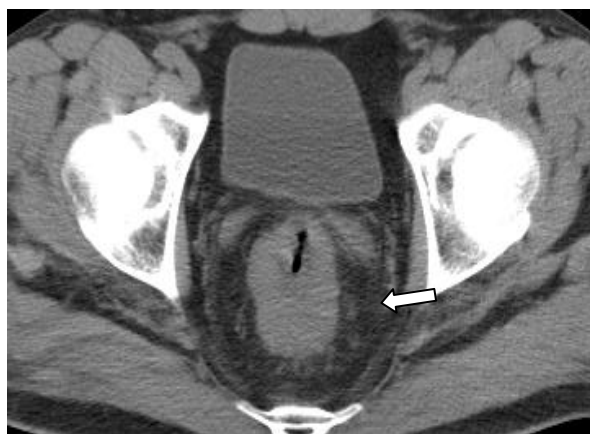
СКТ хворого М., 62 роки, після НХПТ. Стабілізація процесу.
